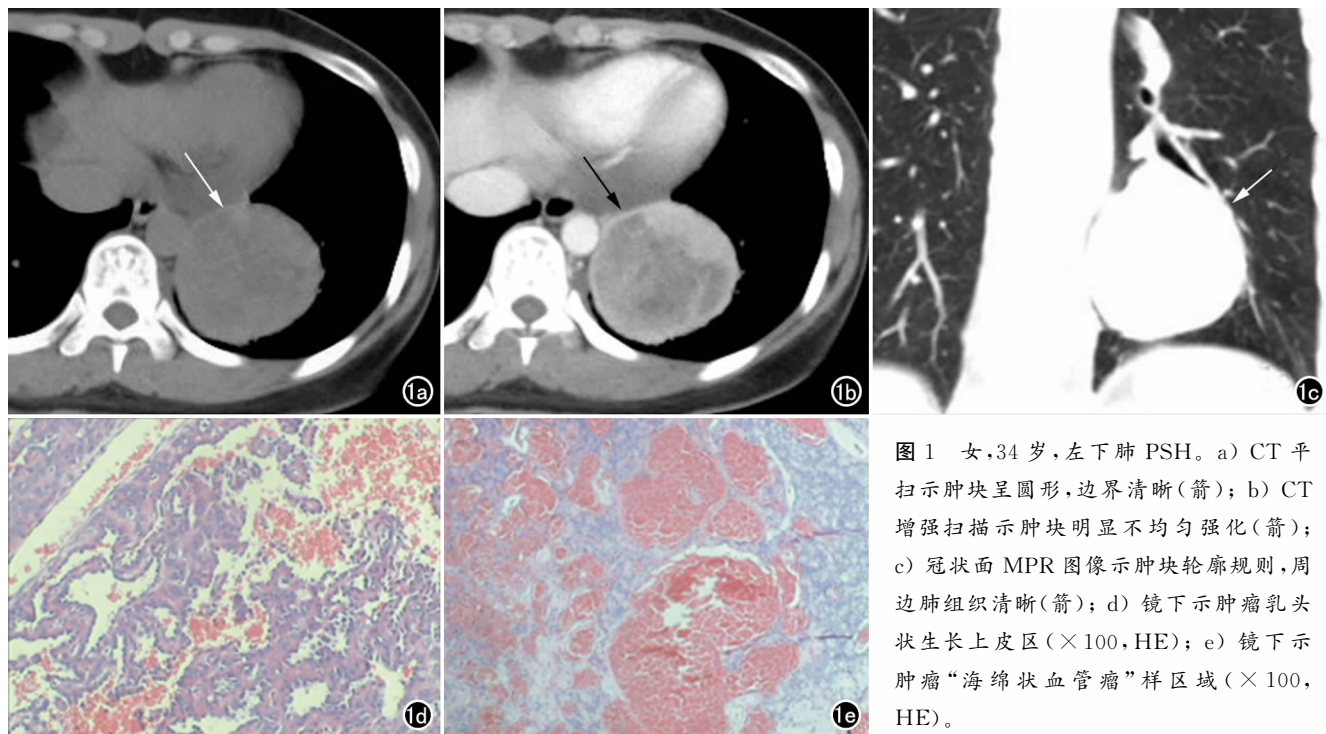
女, 34 岁, 左下肺 PSH。a) CT 平扫示肿块呈圆形, 边界清晰 (箭); b) CT 增强扫描示肿块明显不均匀强化 (箭); c) 冠状面 MPR 图像示肿块轮廓规则, 周边肺组织清晰 (箭); d) 镜下示肿瘤乳头状生长上皮区 (×100, HE); e) 镜下示肿瘤“海绵状血管瘤”样区域 (×100, HE)。
